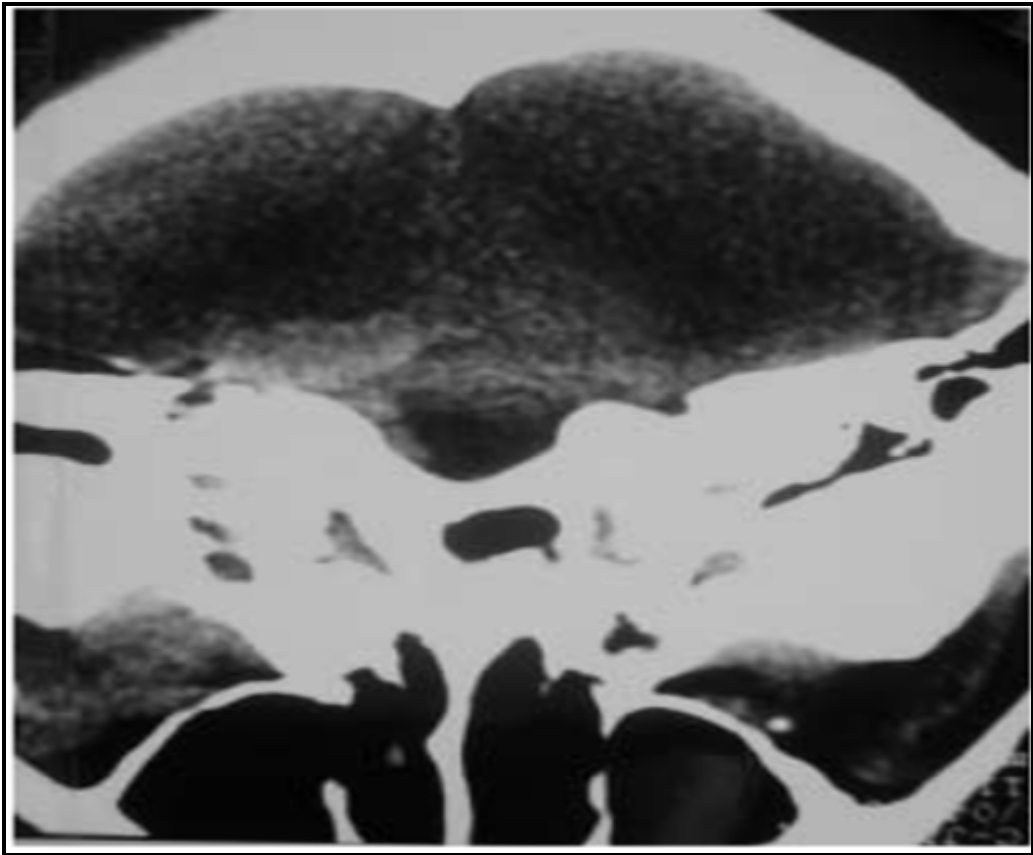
TDM cérébrale sans injection au troisième jour postopératoire après chirurgie d'un neurinome de l'acoustique montrant une surface hyperdense de l'APC suggérant un hématome
